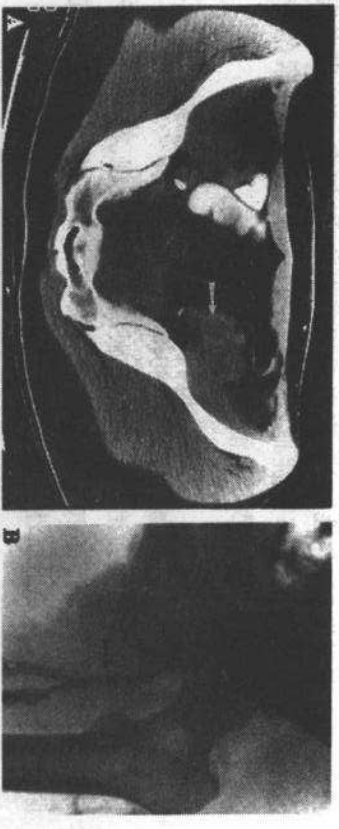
急性左髂股静脉血栓形成(DVT)。溶栓之前CT扫描(A)和静脉造影(B)显示广泛的DVT(箭)。经导管直接溶栓治疗后静脉造影(C)显示静脉恢复再通
